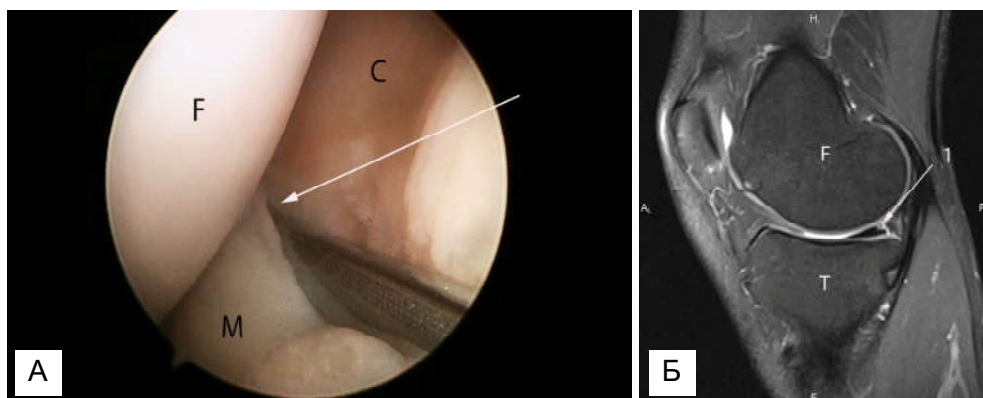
А. Артроскопія колінного суглоба, паракапсулярний розрив заднього рогу медіального меніска (F - суглобова поверхня медіального виростку стегна; М - медіальний меніск; С - капсула суглоба; стрілкою вказано лінію розриву); В. МРТ скан колінного суглоба. Сагітальна площина. PD fs зображення. 1 - паракапсулярний розрив заднього рогу медіального меніска. F - стегнова кістка; Т - великогомілкова кістка.
